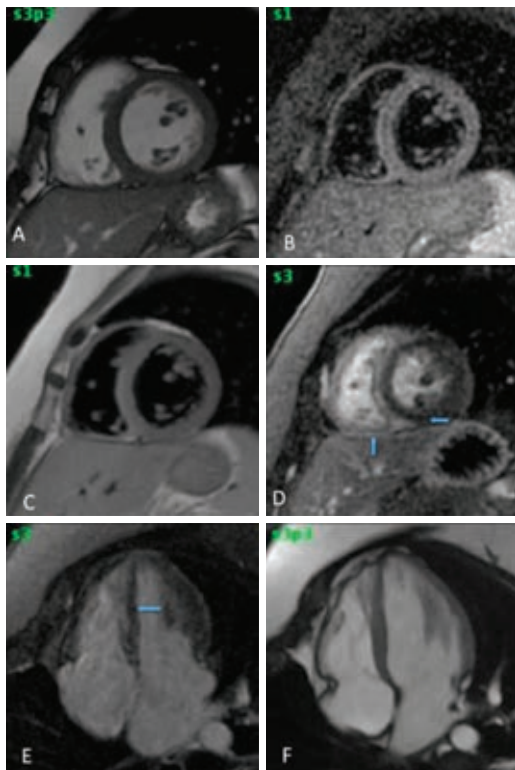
A) Secuencia cine RM ssfp eje corto que muestra pseudohipertrofia de músculos papilares. B) Secuencia T2 pesado STIR eje corto que muestra aumento de señal de la relación músculo esquelético/cardiaco en este paciente con valor de 3.5 (valor normal ≤ 2). C) Doble IR eje corto mismo corte muestra pseudohipertrofia de músculos papilares sin alteraciones pericárdicas. D) Delay eje corto T1 eco gradiente inversión recuperación para viabilidad muestra reforzamiento tardío epicárdico inferoseptal y anteroseptal y epicárdico inferior del ventrículo derecho. E) Delay cuatro cámaras T1 eco gradiente inversión recuperación con gadolinio para viabilidad reforzamiento tardío auricular del techo de la aurícula izquierda parcheado y se confirma el reforzamiento septal. F) Cine de resonancia magnética ssfp que muestra crecimiento atrial izquierdo y engrosamiento del techo y septum interatrial.
